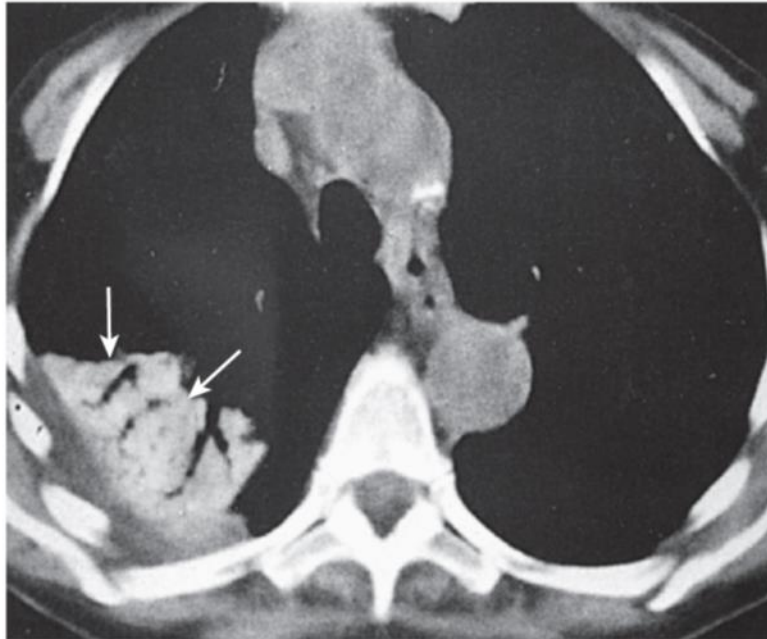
胸部 CT 显示胺碘酮诱发的肺炎出现融合性肺部肿块 (箭头)。CT 平扫显示肿块明显比胸壁周围的软组织致密。(From Mason RJ et al: Murray & Nadel's textbook of respiratory medicine, ed 5, Philadelphia, 2010, WB Saunders.)
